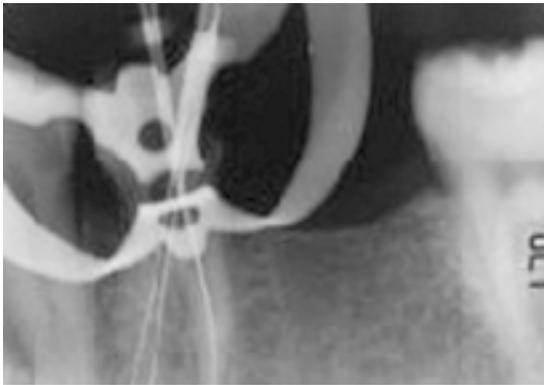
Realização da odontometria, radiografia mesioangulada
